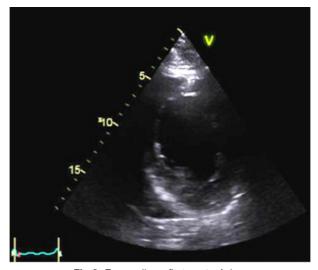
Ecocardiografia transtorácica.
